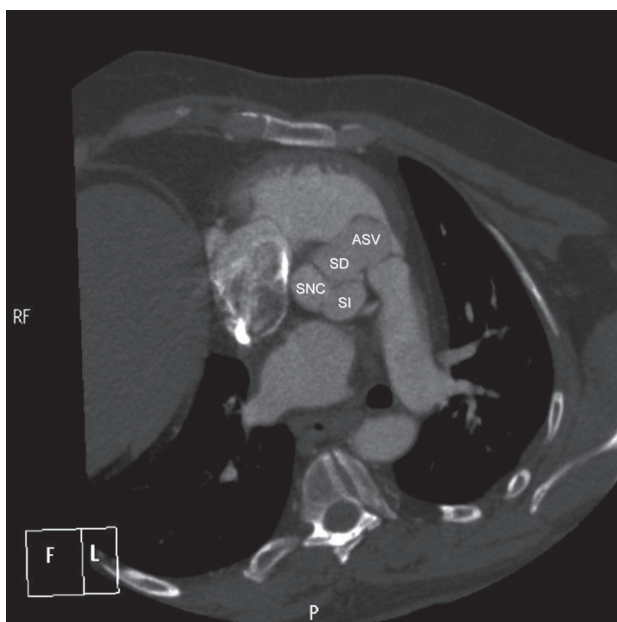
Tomografía computarizada multicorte en la que se observa el aneurisma del seno de Valsalva (ASV). SD: Seno derecho. SI: Seno izquierdo. SNC: Seno no coronario.
